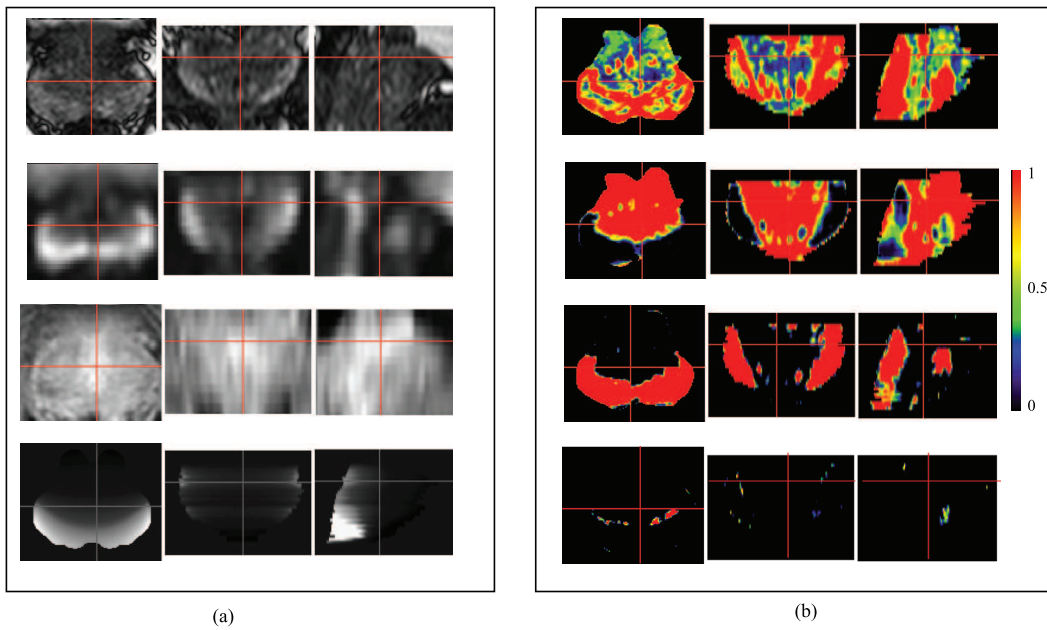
Partition crédale à l’issue de son optimisation par MECM, incluant les informations de conflit et d’ignorance. En (a) aperçu des données utilisées (respectivement, de haut en bas, IRM T2, DWI, T1 DCEMRI, et attribut d’*a priori*). En (b) cartes de masse de croyances associées au conflit ( $m(\emptyset)$ ), l’hypothèse ZC ( $m(\omega_{ZC})$ ), l’hypothèse ZP ( $m(\omega_{ZP})$ ) et à l’ignorance ( $m(\Omega)$ ).
